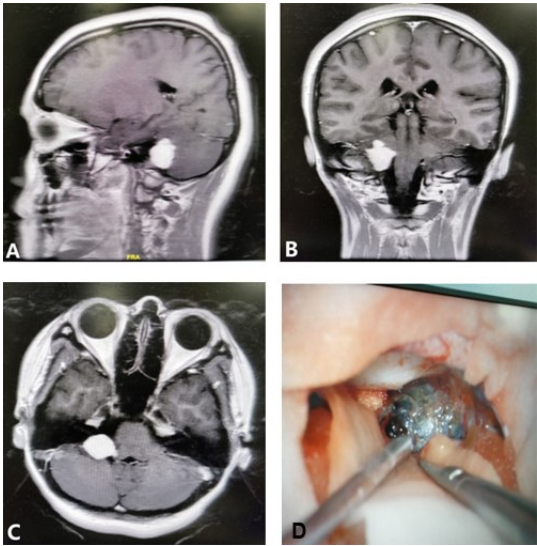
桥小脑角区原发性黑色素瘤术前 MRI 增强扫描及术中显微镜下观察
